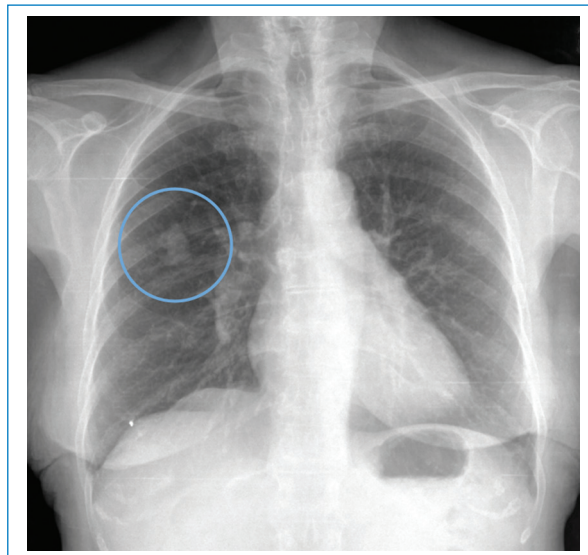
Radiografía de tórax en proyección posteroanterior. MAV pulmonar. Mujer de 71 años diagnosticada con THH. Malformación arteriovenosa pulmonar en lóbulo superior derecho con morfología nodular-ovalada y márgenes lobulados (círculo).
